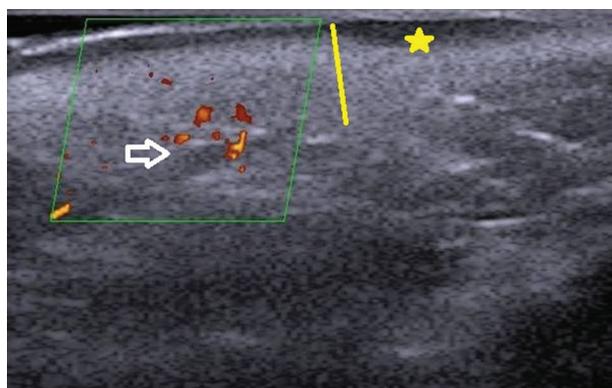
Lupus activo. Se aprecia en dermis (línea amarilla) una banda hipoeoica (estrella amarilla) y flujo doppler.
